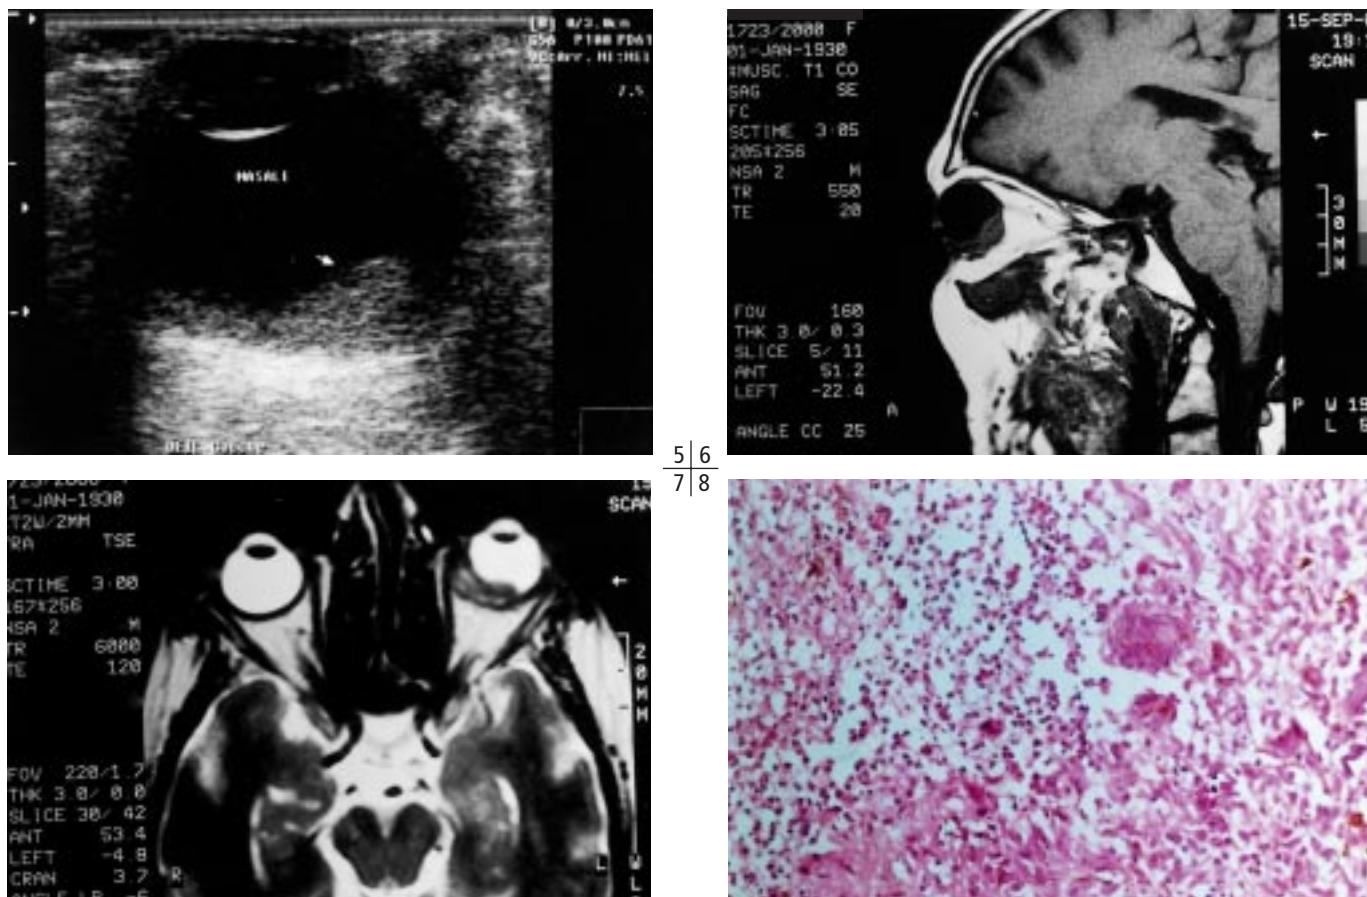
Échographie oculaire : masse choroïdienne échogène.
